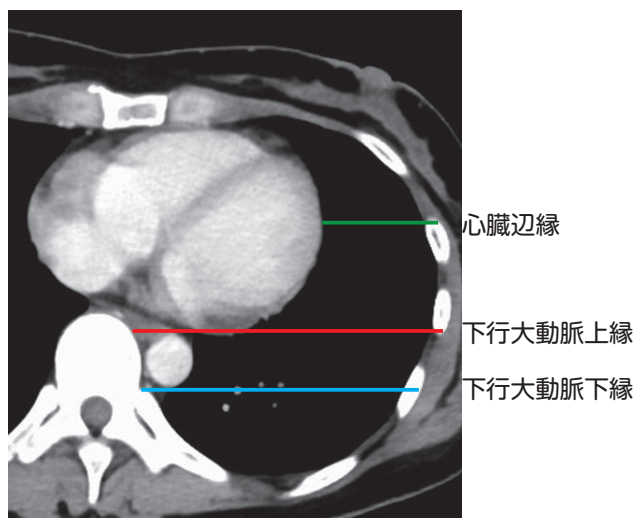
臥位の場合の構造物の高さ (CT水平断)
